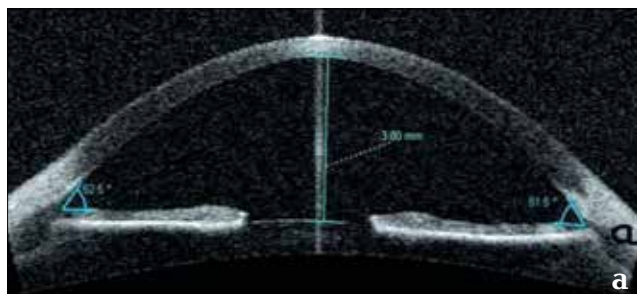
Томограммы переднего отрезка глаза пациентки А., диагноз: OS – кератоконус II ст.: а) до лечения; б) через 1 год после имплантации интрастромального роговичного кольца MyoRing
